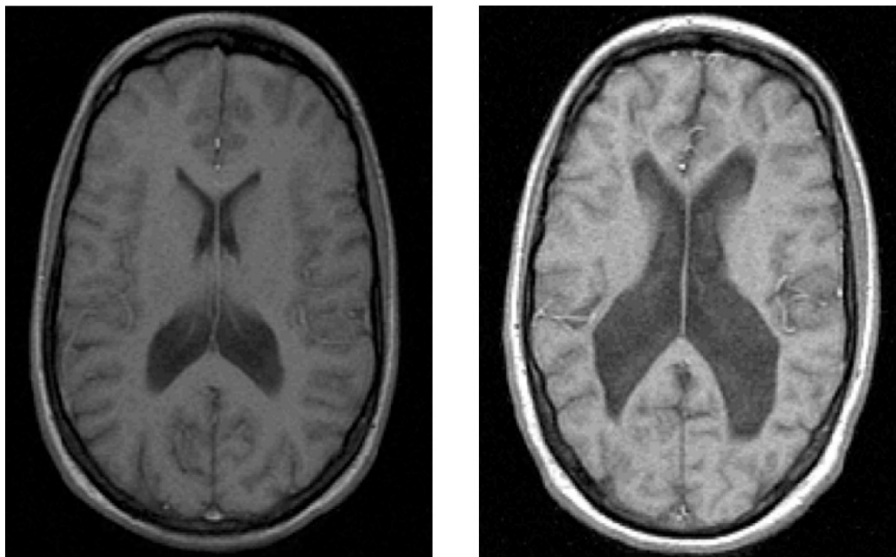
Vista orizzontale dei cervelli appartenenti a due gemelli monozigoti ottenuta tramite scansione MRI T2. Gemello sano a sinistra e gemello affetto da schizofrenia a destra: in quest'ultimo è osservabile un chiaro allargamento dei ventricoli (Fonte: Woolley et al., 2005).
